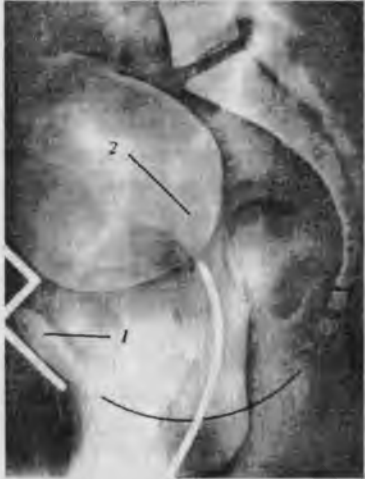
Рентгенопельвиометрия
